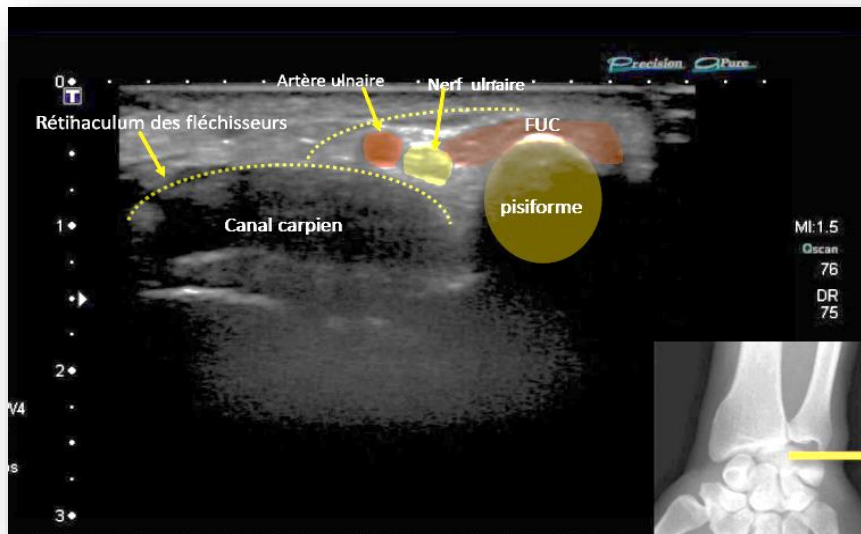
Image échographique, une coupe axiale à hauteur du pisiforme où le nerf est en rapport avec le tendon du fléchisseur ulnaire du carpe en dedans et l'artère ulnaire en dehors. Le paquet vasculo- nerveux est recouvert à ce niveau par le ligament palmaire carpien. (Service de radiologie. Hôpital militaire de Ain Nadja).2016
